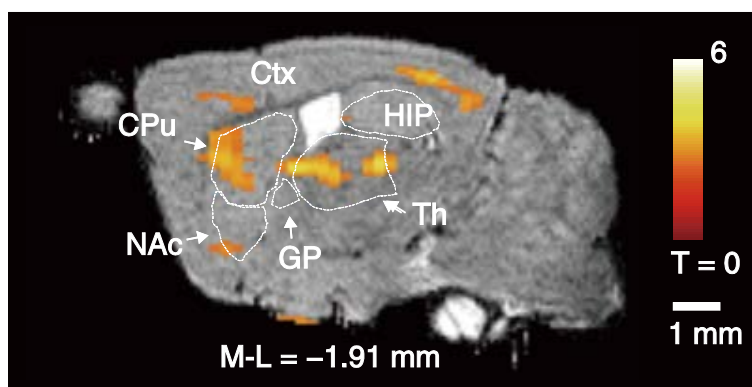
パーキンソン病により神経活動が亢進した領域の AIM-MRI による可視化
